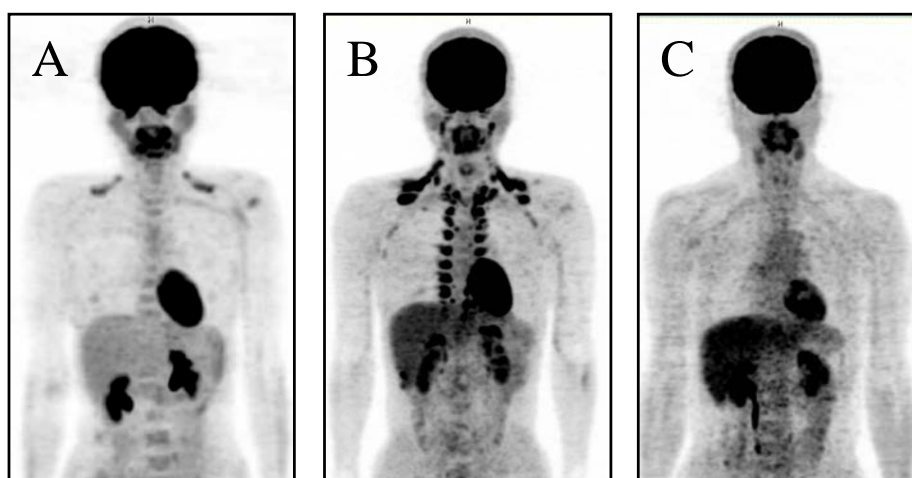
BAT検出者と非検出者の典型的なPET画像
